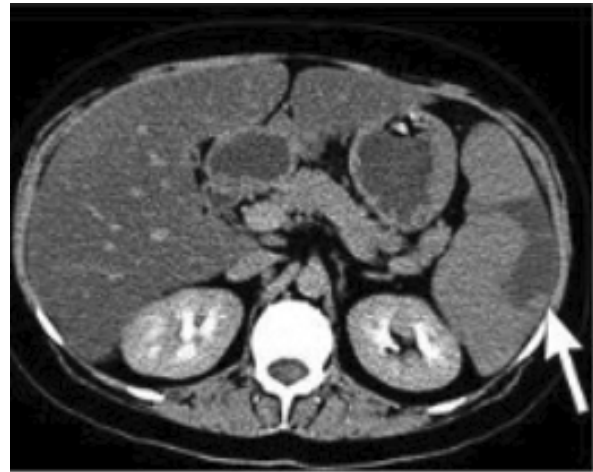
Спленомегалия на КТ, имеются признаки тромбоза сосудов в пульпе селезенки.
